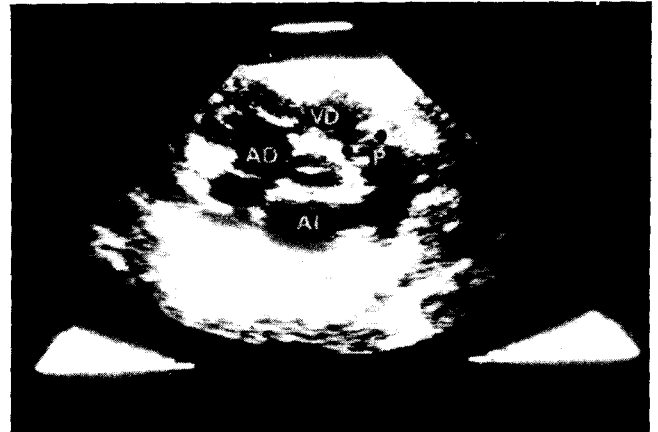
Ecocardiograma bidimensional. Medida del anillo valvular pulmonar.
